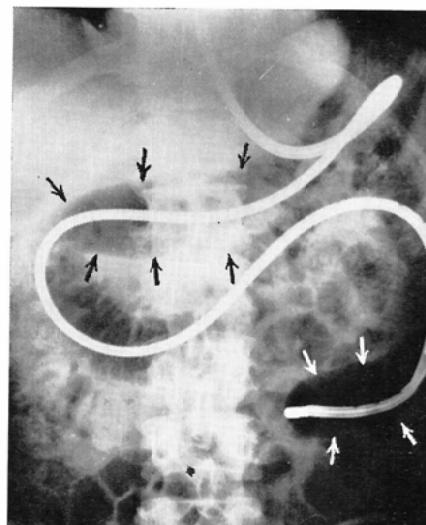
This roentgenogram shows that the double balloon catheter has intubated into the small intestine and two balloons inflated (arrows) for selective enterography.
